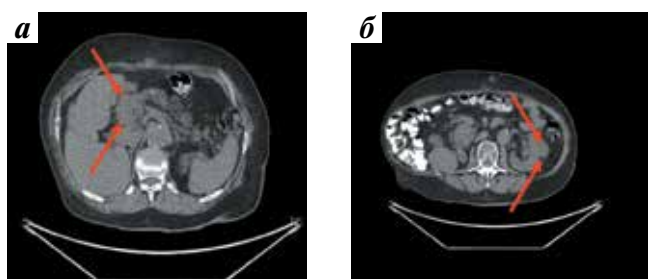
Позитронно-эмиссионная томография с компьютерной томографией органов брюшной полости после проведения 6 курсов лечения пазопанибом: а – отсутствие роста метастатического очага в поджелудочной железе (стрелки); б – отсутствие роста метастатического очага в единственной почке (стрелки)
